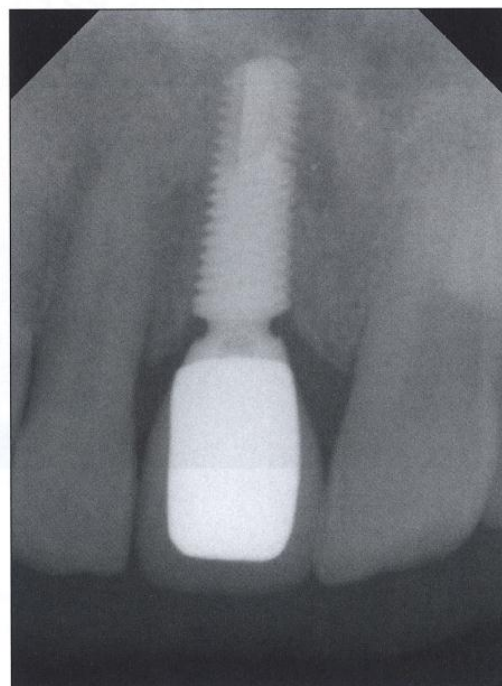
/ Radiographie à 6 mois.
